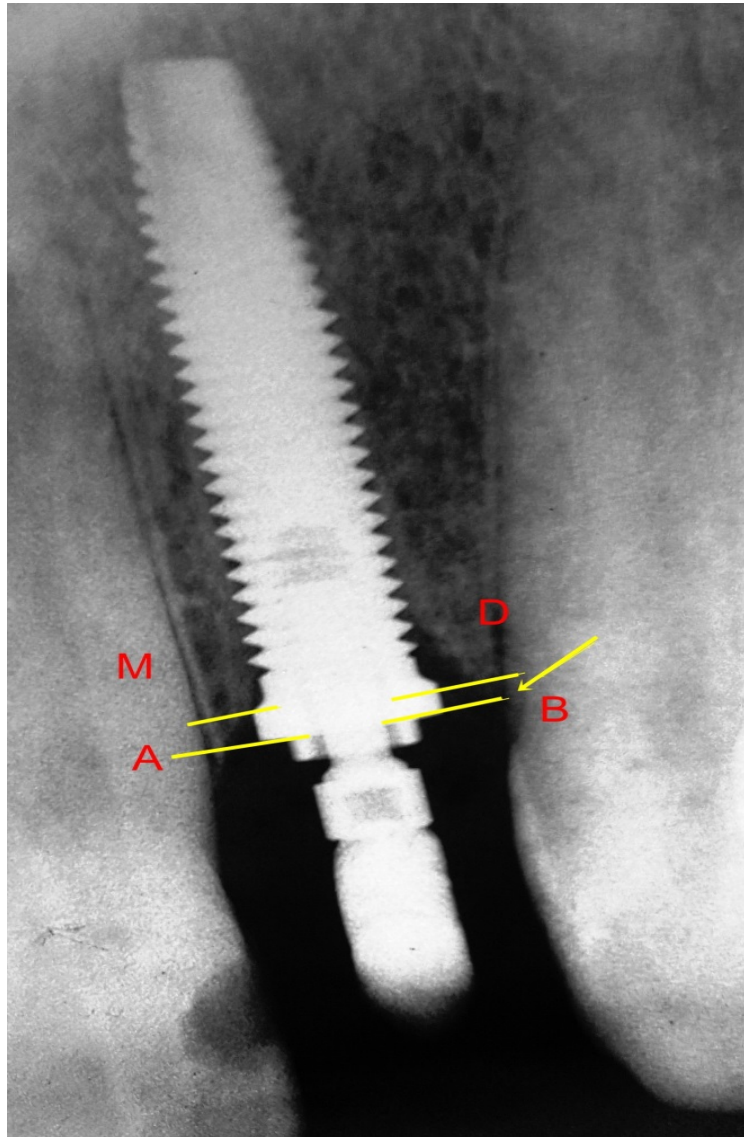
Análisis de la radiografía de control a los tres meses de seguimiento, en alveolos postexodoncia. A, Altura da cresta ósea remanente por mesial. B, altura de la cresta ósea remanente por distal. M, Primer contacto implante-hueso mesial. D, primer contacto implante-hueso distal.
